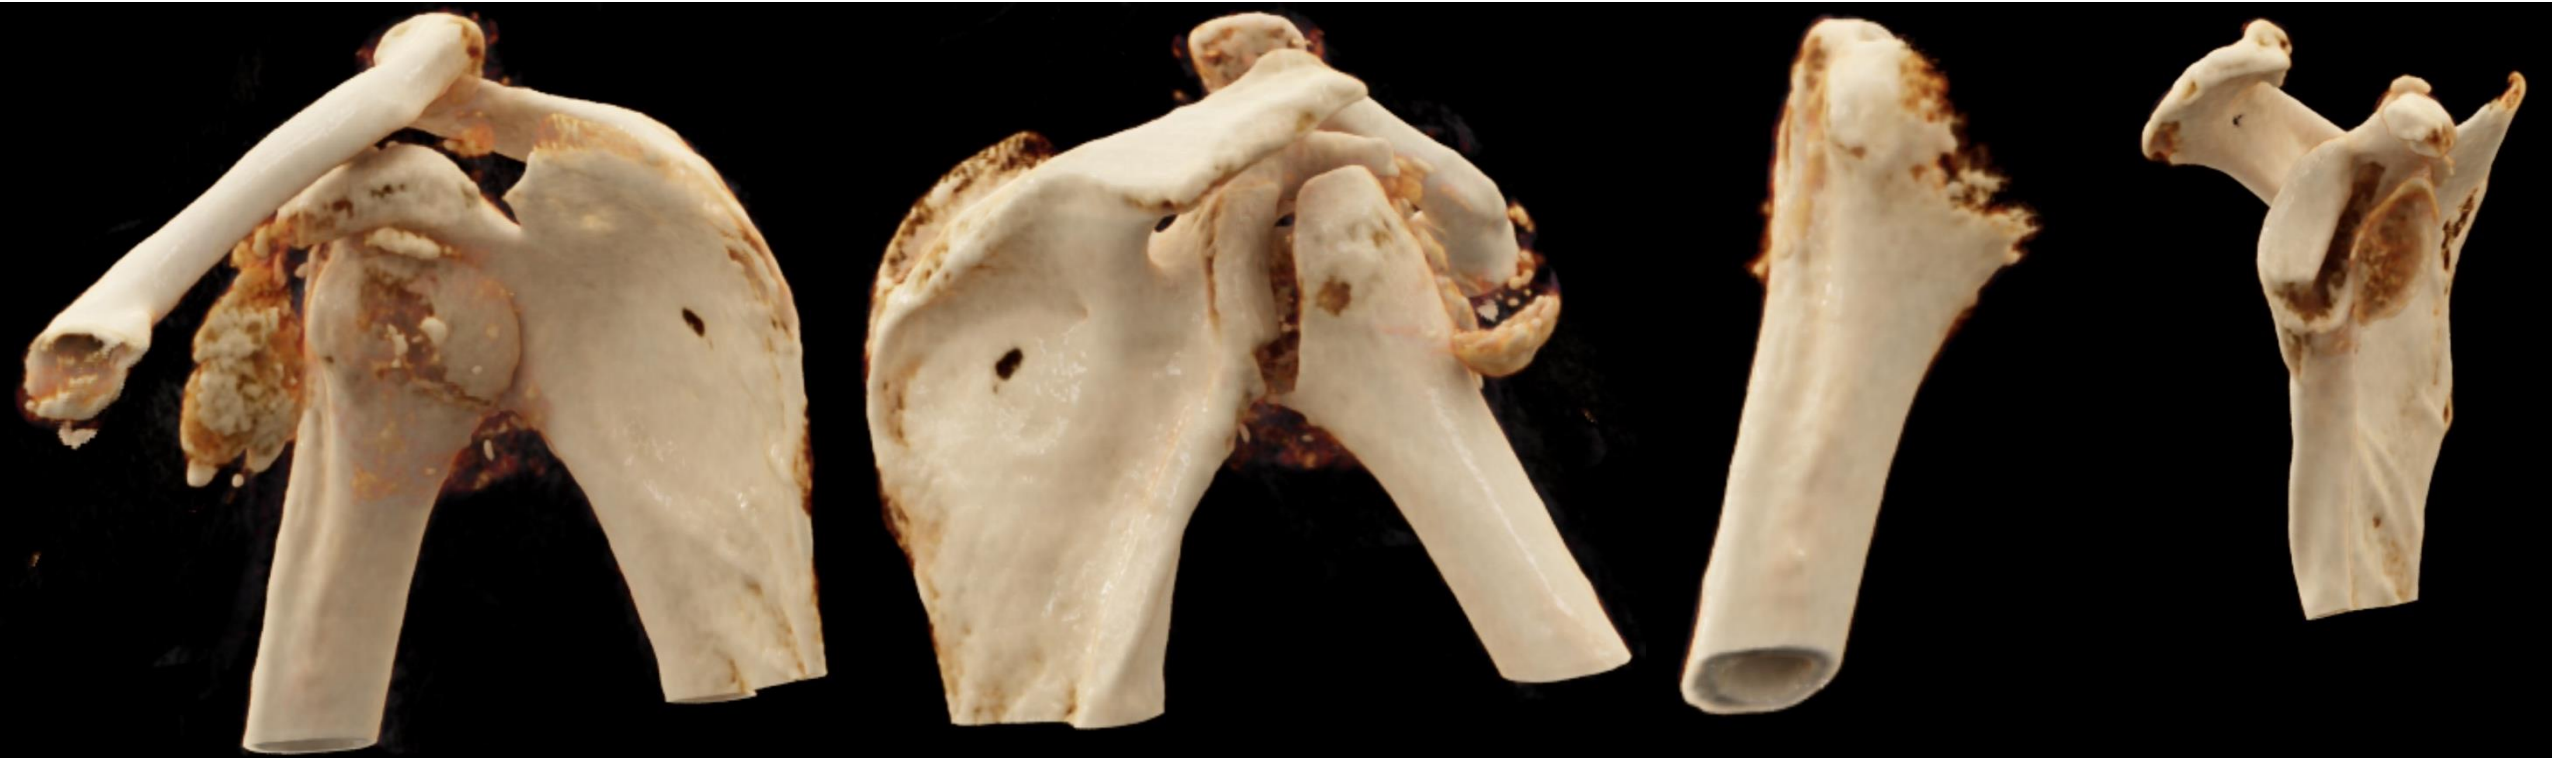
TC helicoidal de hombro derecho con reconstrucciones volumétricas. Importante artropatía con pérdida de la congruencia articular de la cabeza humeral y de la glena. Se puede identificar la extensa calcificación de la bursa subacromiosubdeltoidea y subcoracoidea.
